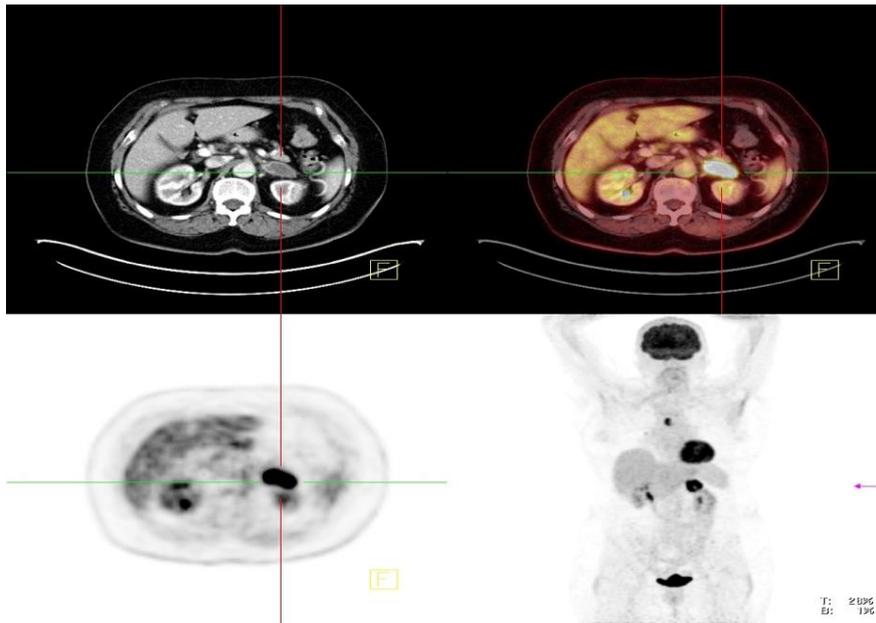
Eindeutige Metastase der Nebenniere links im PET/CT
